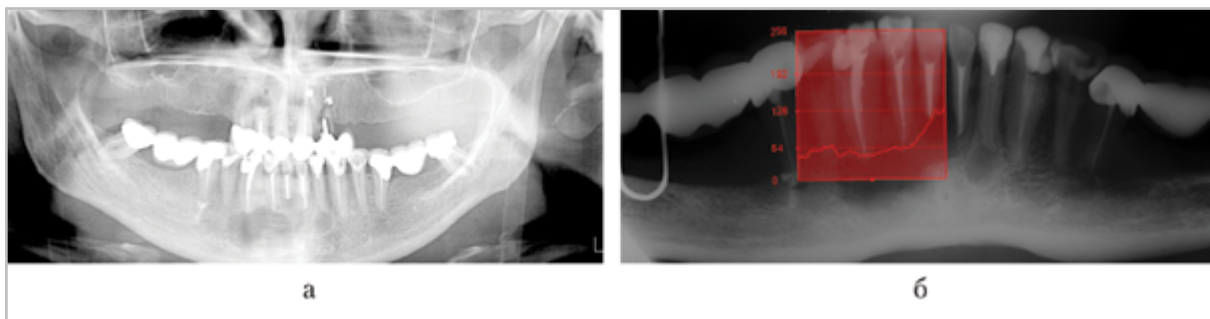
Рентгенограммы пациента Ц, через 1 мес после цистэктомии с использованием КПМ Calcigen Oral в смеси с ДКТ: *а* — ортопантограмма: на уровне костного дефекта визуализируется резорбция КПМ; *б* — панорамная микрофокусная рентгенограмма нижней челюсти с построением гистограммы на уровне оперативного вмешательства
